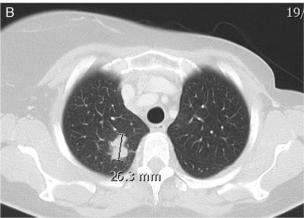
Imagen axial de TC sin contraste endovenoso. Adenocarcinoma de pulmón. (A) Medida de los diámetros perpendiculares máximos, OMS. (B) Medida unidimensional máxima, RECIST. La suma de los diámetros máximos de hasta 5 lesiones y solo 2 por órgano (RECIST 1.1) define la carga tumoral del paciente.
